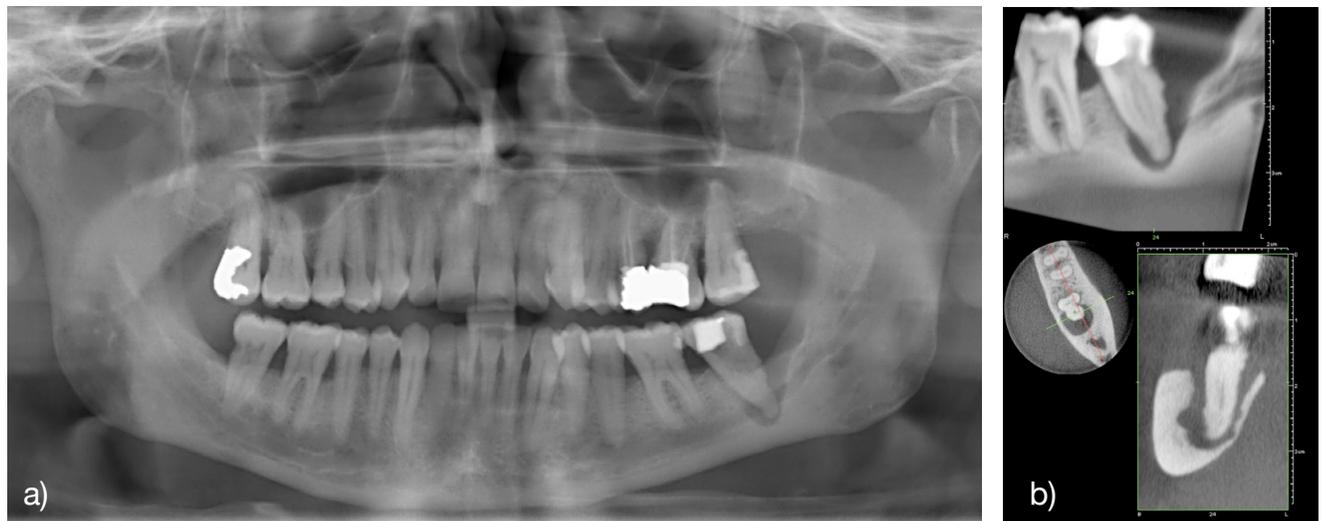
Panoramaschichtaufnahme (a) und digitale Volumentomographie (b) einer Paro-Endo-Läsion an Zahn 37 mit Knochenverlust rund um den Apex.
